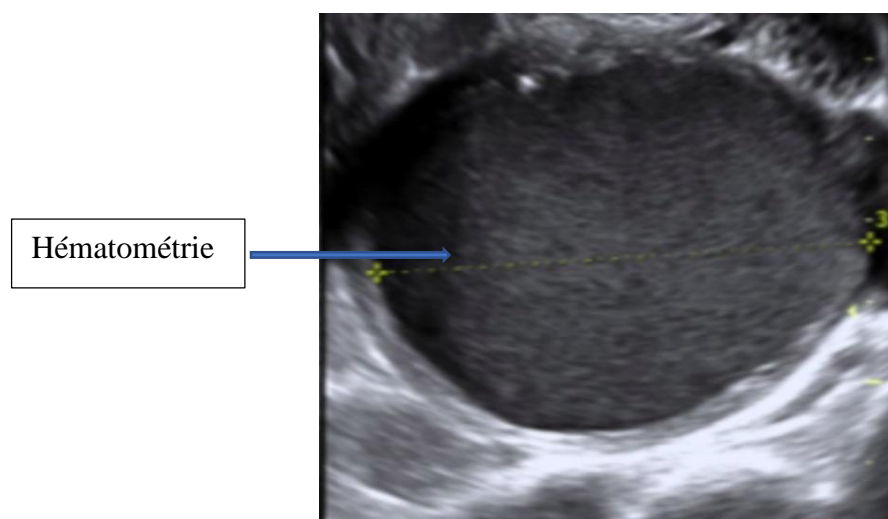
Aspect échographique de l'hématométrie
